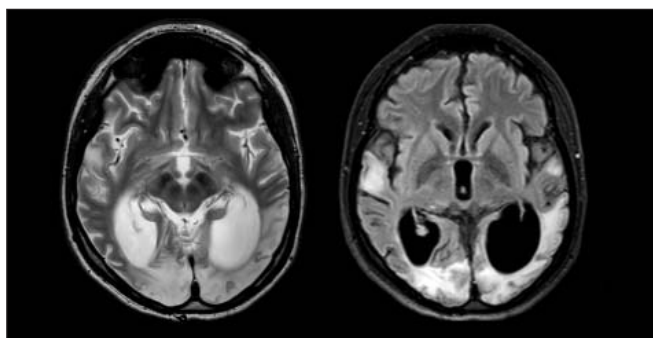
МРТ головного мозга в режимах T2 ВИ и FLAIR (октябрь 2012 г.). Визуализируются массивный рубцово-атрофический процесс в обеих затылочных долях, кортико-субкортикальные очаги глиоза в височных долях
